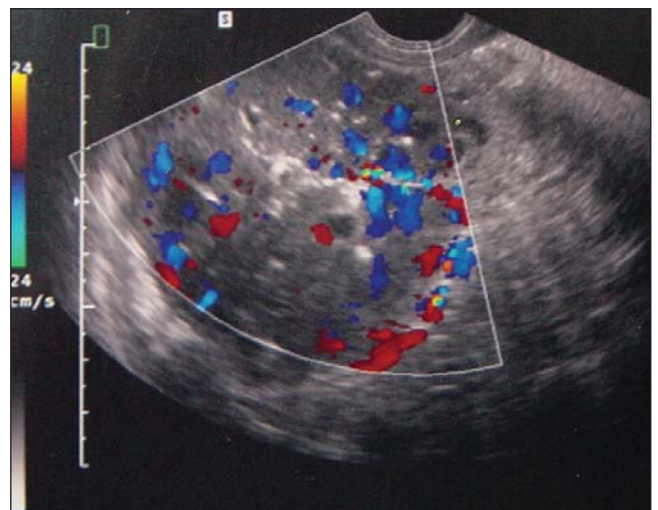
Ultra-som Doppler.
